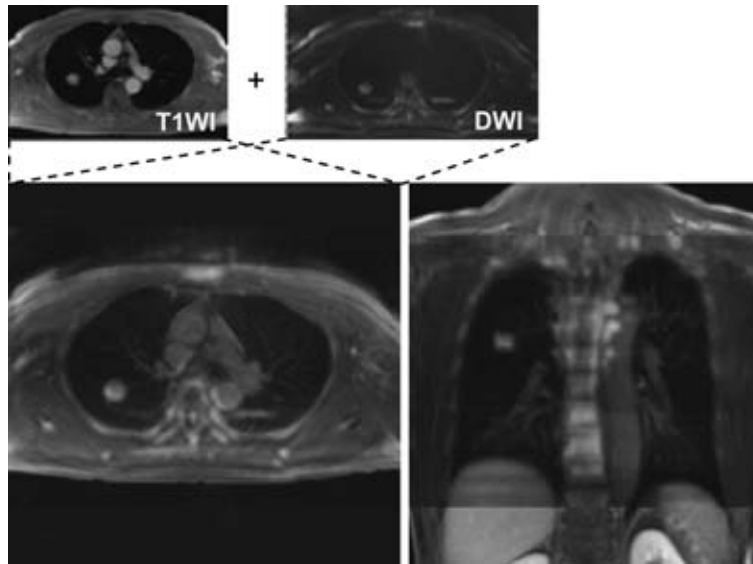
Fusion images are made by sources of T1-weighted imaging and DWI.
